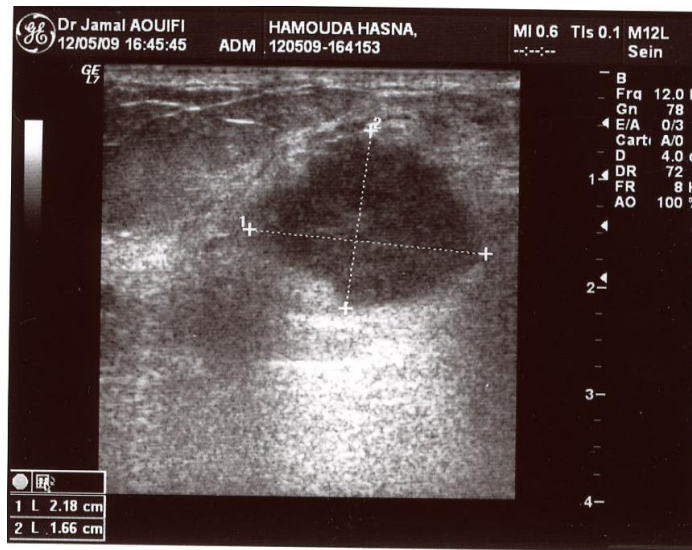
échographie du sein gauche, formation solide hypoéchogène avec renforcement postérieur[26].
